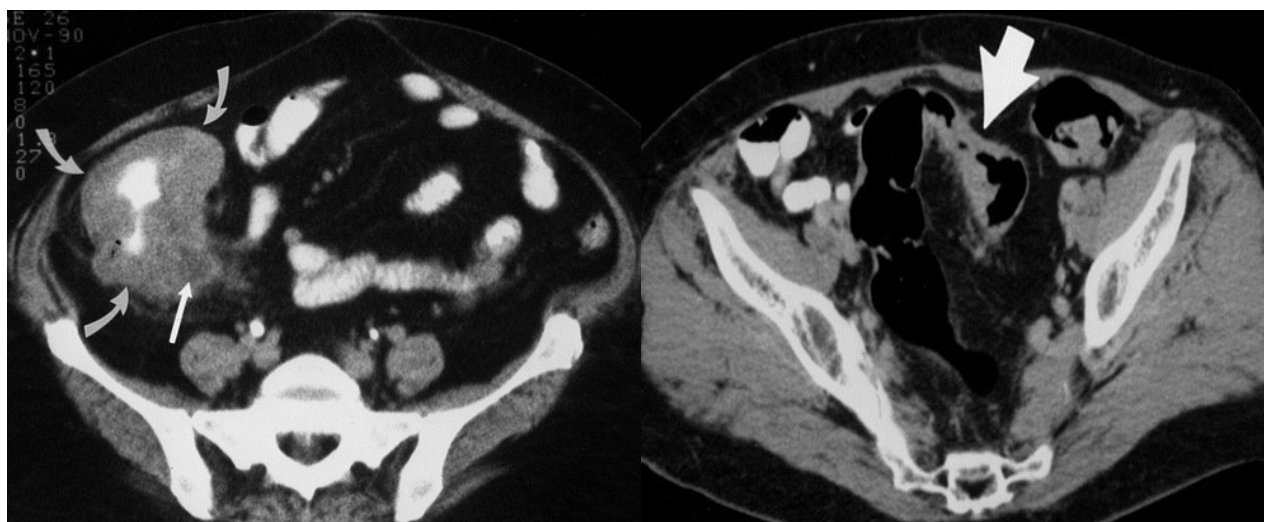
МСКТ рака толстой кишки (слепая кишка, поперечно-ободочная кишка – стрелки).
